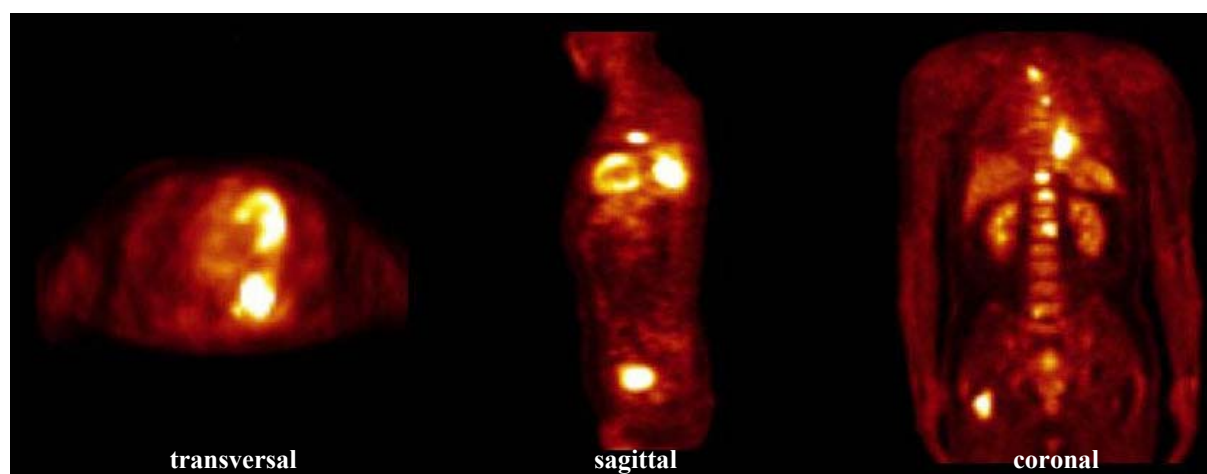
F-18-FDG-PET-Aufnahmen eines Patienten mit Bronchialkarzinom im Unterlappen der linken Lunge. Der Primärtumor und multiple Knochenmetastasen in Wirbelsäule und rechtem Femur sind als deutliche fokale Mehrspeicherungen dargestellt. Zusätzlich sind physiologische Anreicherungen, z.B. im linksventrikulären Myokard, in Leber, Milz, beiden Nieren und in der Harnblase, zu erkennen.
